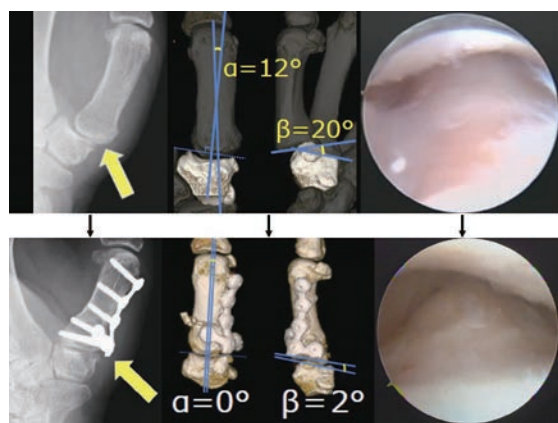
症例 1 を示す。上図が術前、下図が術後である。術前 CT にて正面 α 角 12° 、側面 β 角 20° であり、 $\alpha < \beta$ の橈背側脱臼と考えた。術後 CT では α 角 $12^\circ \rightarrow 0^\circ$ 、 β 角 $20^\circ \rightarrow 2^\circ$ に改善した。X 線でも中手骨の亜脱臼は改善し、CM 関節の適合性は良好である。手術時鏡視所見では、大菱形骨側の軟骨下骨露出を認めたが、抜釘時には線維軟骨で被覆されていた。
